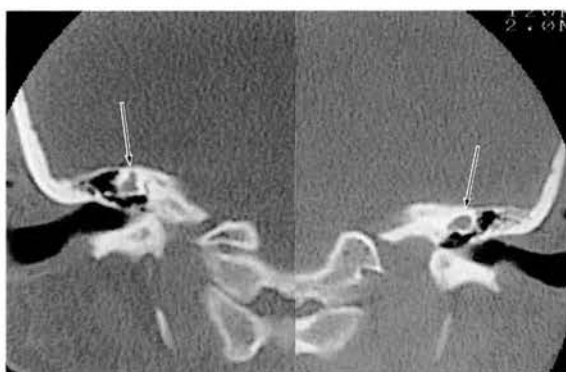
症例2の前額面CT像。両側で内耳道はきわめて狭く、内耳の正常な構造が見られない。両側で前庭から蝸牛・半規管にかけて囊状原基らしい構造のみが観察できる（矢印）が詳細や内容物の性状は不明である。
